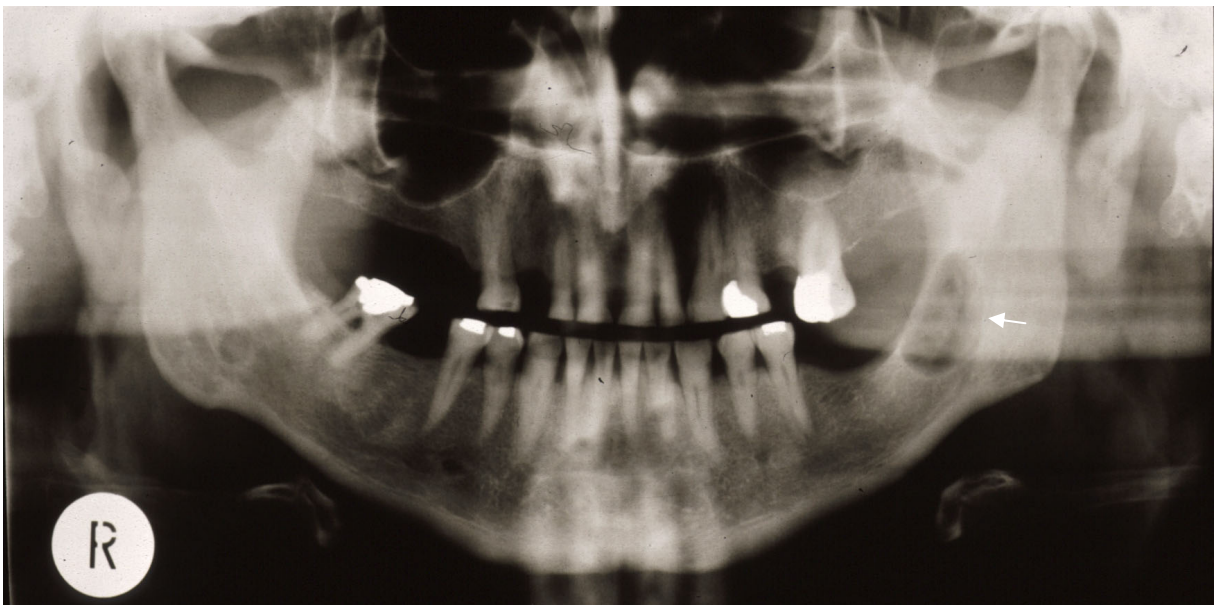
Orthopantomogramm: röntgenologische Darstellung eines einkammrigen KZOT im Kieferwinkel links mit durchgehend scharfer Begrenzung
